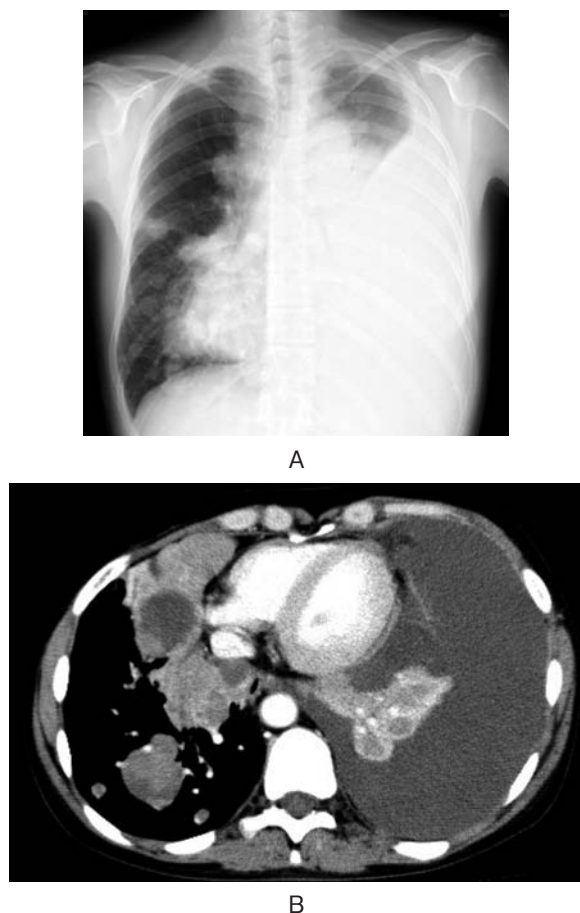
Chest X ray (A) and chest CT scan (B) showed a massive left pleural effusion and multiple metastatic lesions.
